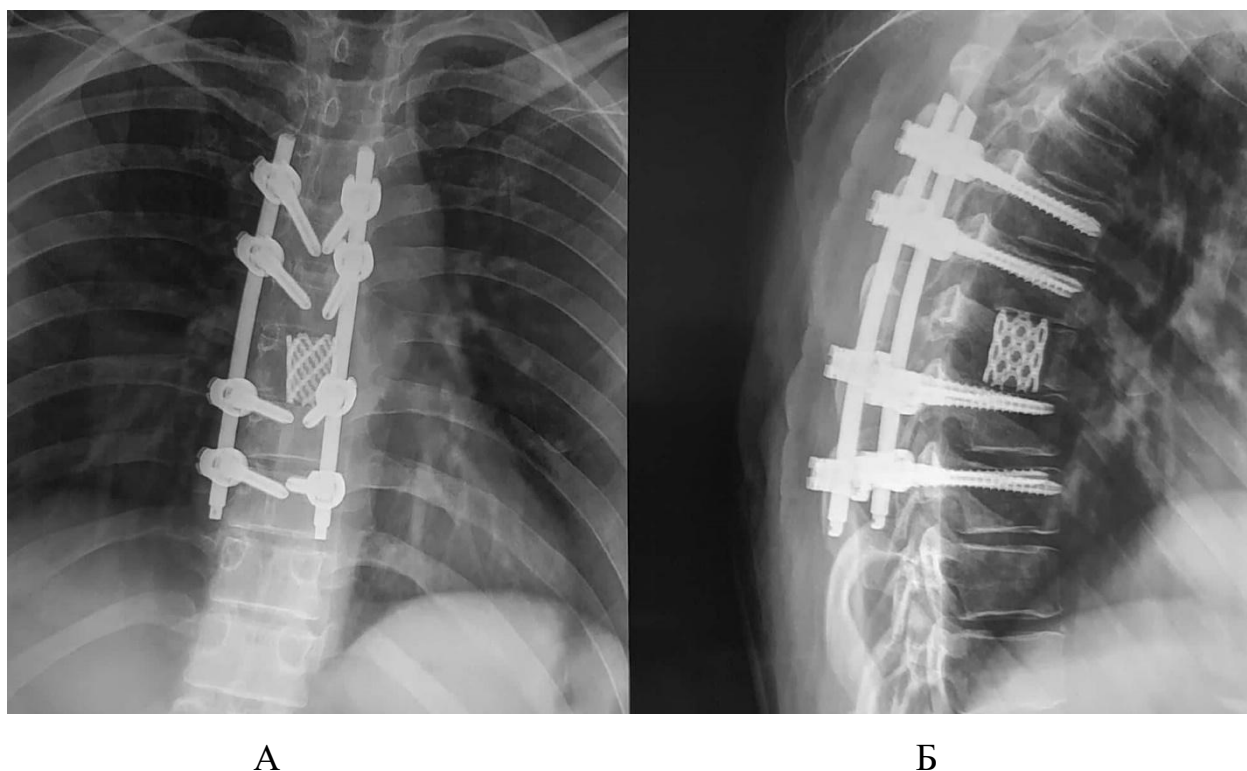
Рентгенограммы пациента А. 39 лет с метастатическим поражением (рак молочной железы) Th7 позвонка после оперативного лечения в прямой (А) и боковой (Б) проекциях
